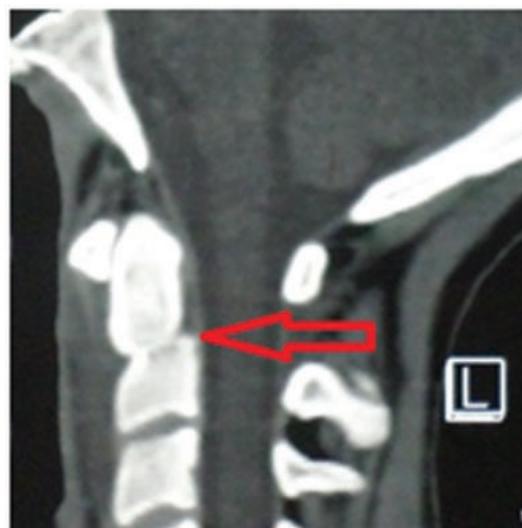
МСКТ на 5-е сут. после операции: устранен подвывих с восстановлением оси позвоночника.
